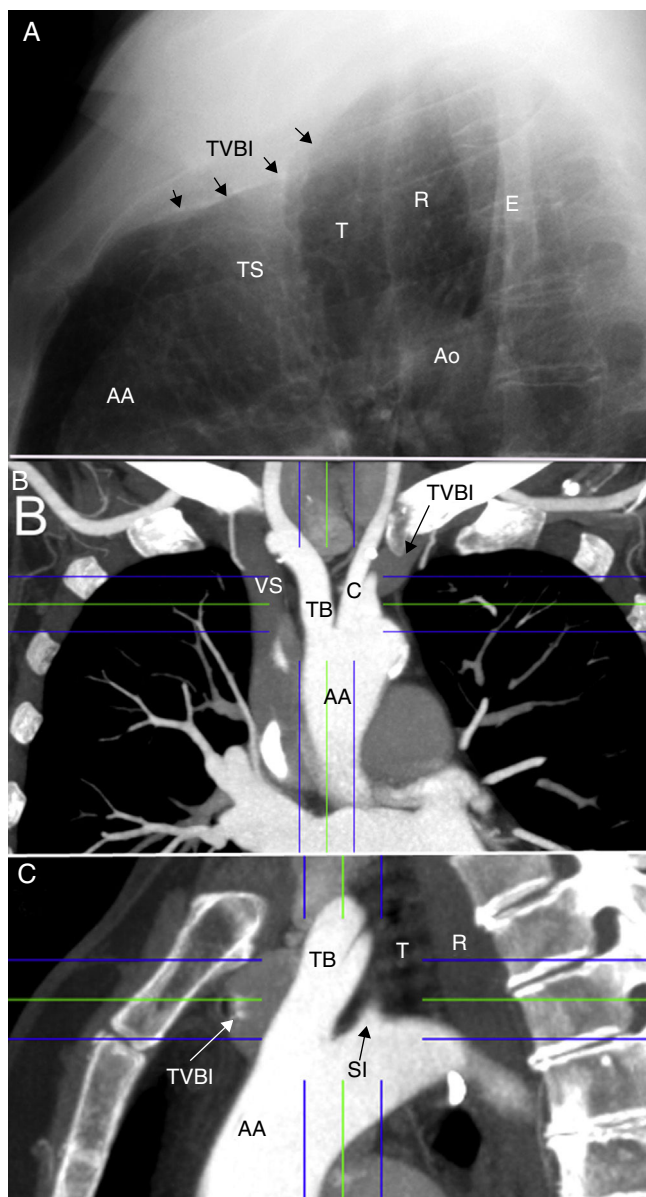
Espacio superior o supraaórtico. A) Radiografía lateral de tórax. La tráquea (T) divide el espacio superior en un área anterior o vascular, donde se encuentran los troncos supraaórticos (TS), y otra posterior, llamada triángulo de Raider (R). B) Reconstrucción de angio-tomografía computarizada coronal y C) sagital, centradas en los troncos supraaórticos. AA: aorta ascendente; Ao: arco aórtico; C: carótida izquierda; E: escápula; SI: salida de la arteria subclavia izquierda; TB: tronco braquiocefálico; TVBI: tronco venoso braquiocefálico izquierdo; VS: vena cava superior.
